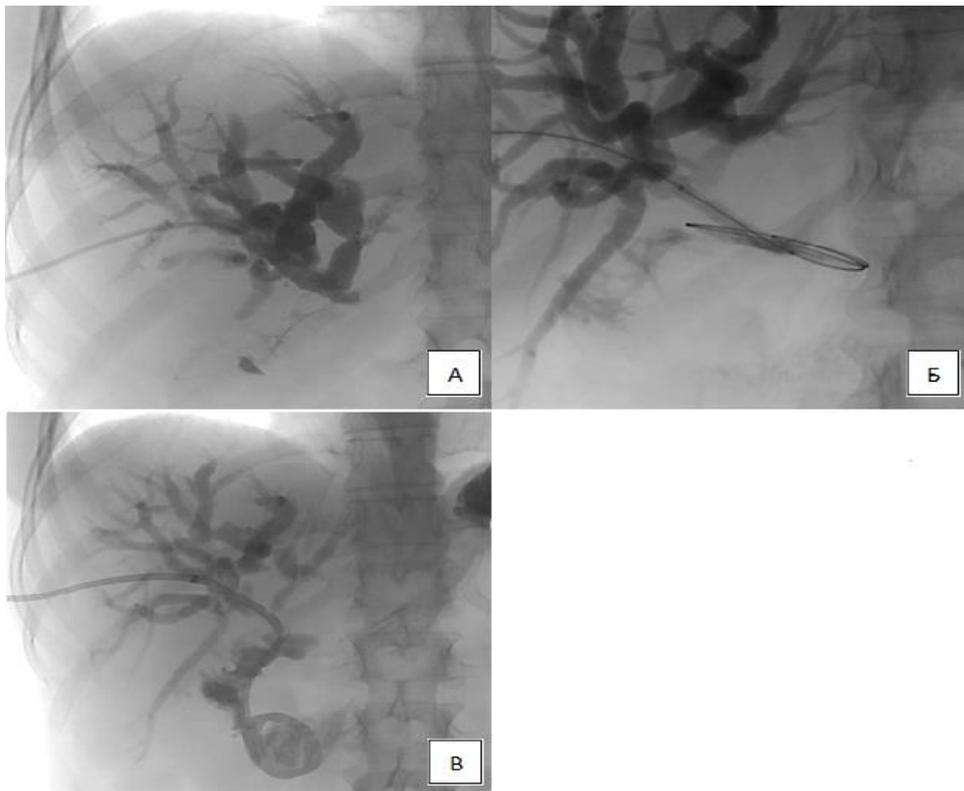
Этапы дренирования желчных протоков под рентгенологическим контролем. А) ЧЧХД, Б) БД стриктуры ХДА, В) ЧЧНВД протоков правой доли печени.
